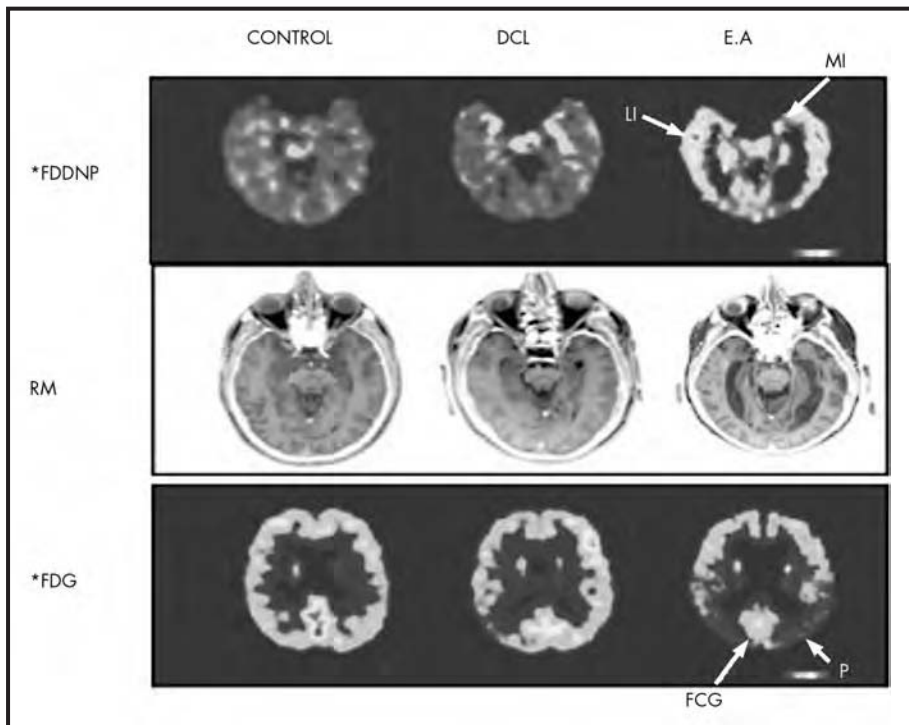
Imágenes representativas de PET con ^{18}F -FDDNP, resonancia magnética y PET con ^{18}F -FDG en un sujeto control, un sujeto con deterioro cognitivo leve (DCL) y un sujeto con enfermedad de Alzheimer (EA). Se aprecian defectos de captación (en tonos claros) de ^{18}F -FDG parietal-temporal en el DCL y en la EA (bilateral y más marcado). En ^{18}F -FDDNP existe aumento leve de la captación temporal (en el DCL) y resulta muy marcada en la EA. La RM no presenta alteraciones significativas. F: frontal, P: parietal, PCG: cingulado posterior, LT: temporal lateral y MT: temporal medial (imagen cedida por cortesía de New England Journal of Medicine y del profesor J. Barrio).
